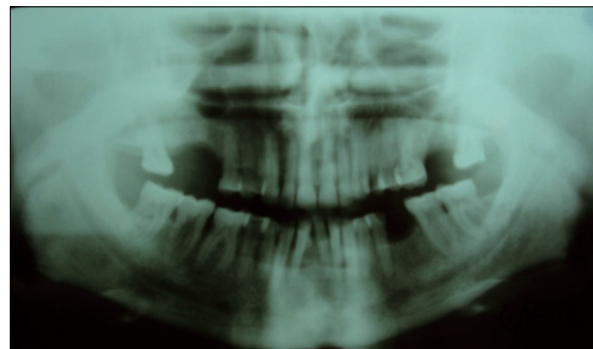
Radiographie panoramique montrant un élargissement des foramen mentonniers.
